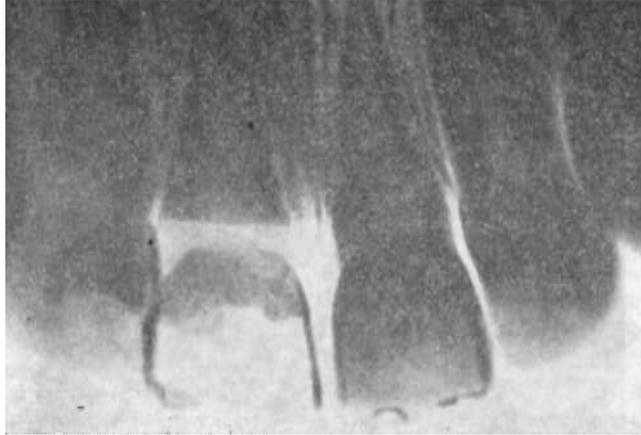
Рентгенограмма больного 10 лет. Фрактура коронки зуба в области шейки.
